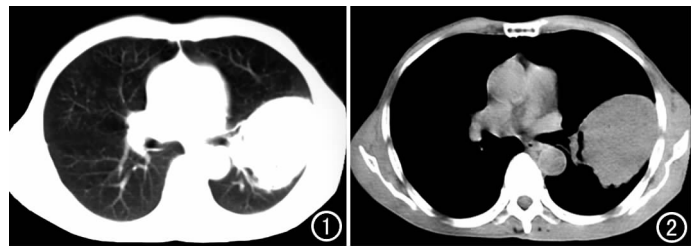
CT肺窗示左肺上叶舌段较大高密度肿块影,边界清楚。
